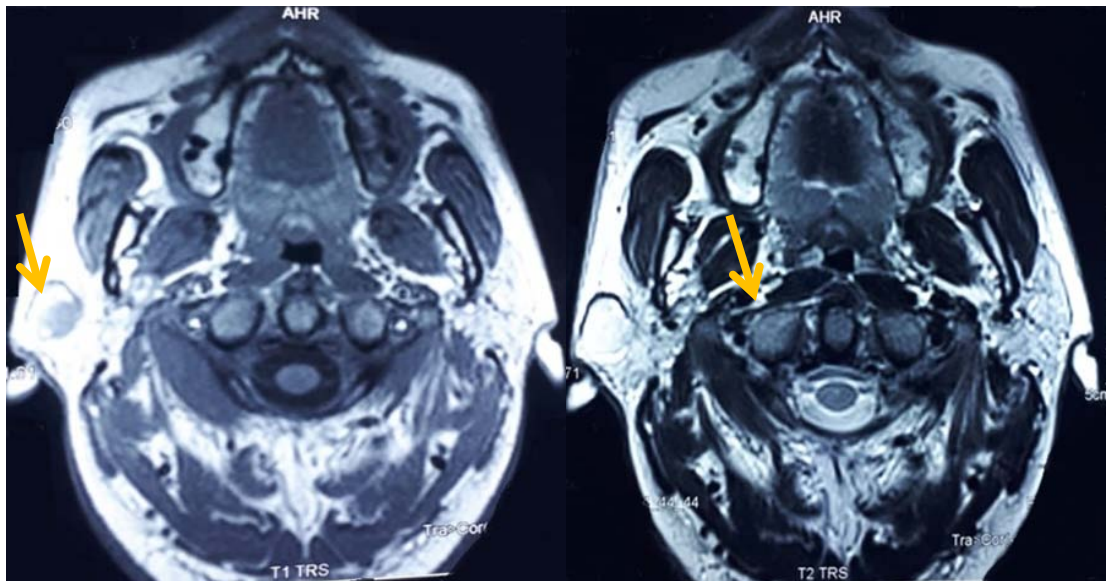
IRM parotidienne en coupe axiale en pondération T1, montrant une formation ovale, bien limitée, au dépend du lobe superficiel de la parotide droite, en hypersignal.
